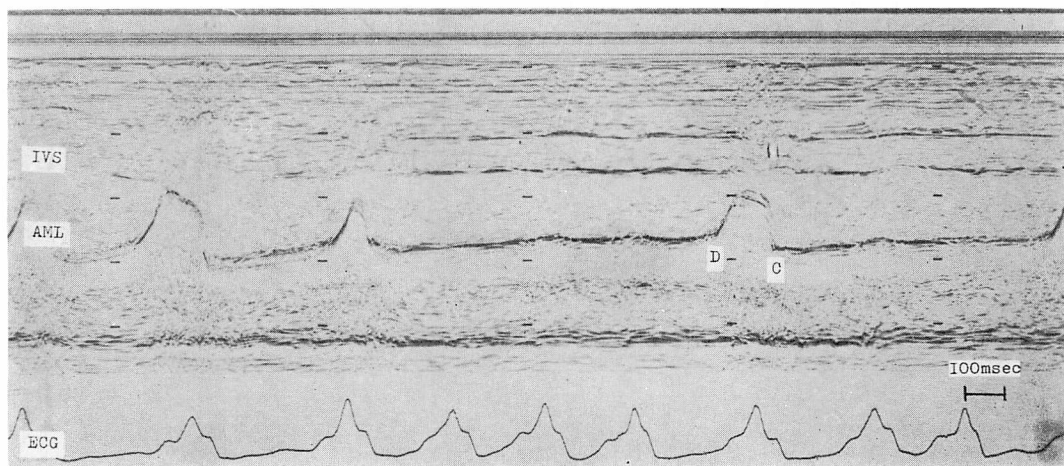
Echocardiogram during pseudoventricular tachycardia.
